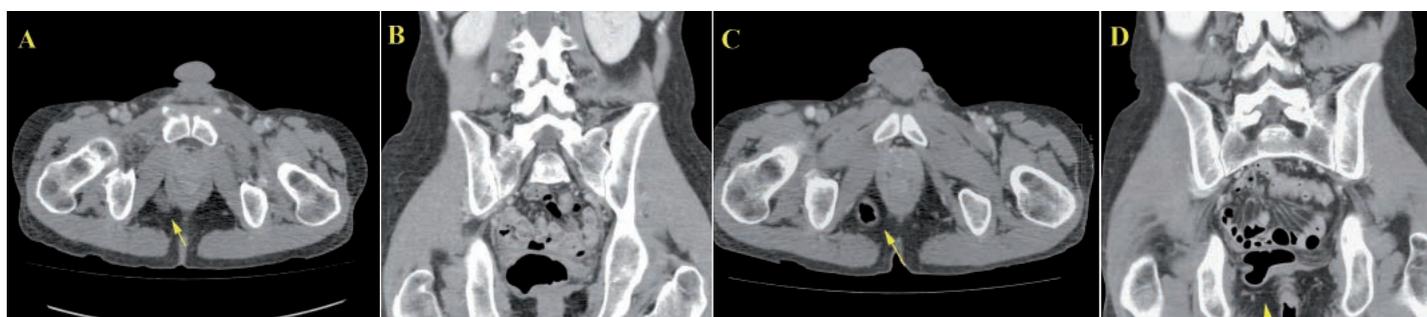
Imágenes transversal (A) y coronal (B) de un seguimiento con TC por un tumor de colon transverso intervenido, en las que se sospechó una hernia perineal. Una semana más tarde (C y D) se repitió el estudio con maniobra de Valsalva, demostrando la hernia perineal y la herniación del sigma.
